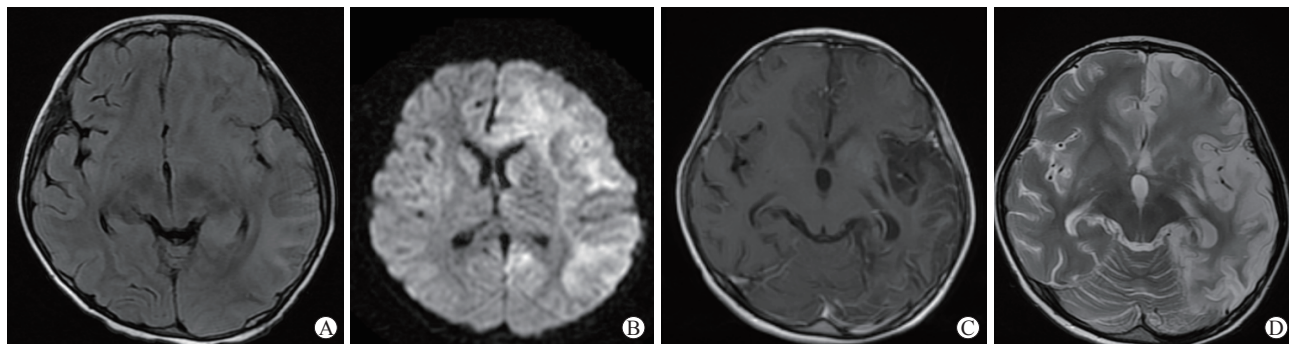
病例3入院时(A、B)及入院治疗1个月后(C、D)头颅MRI表现
